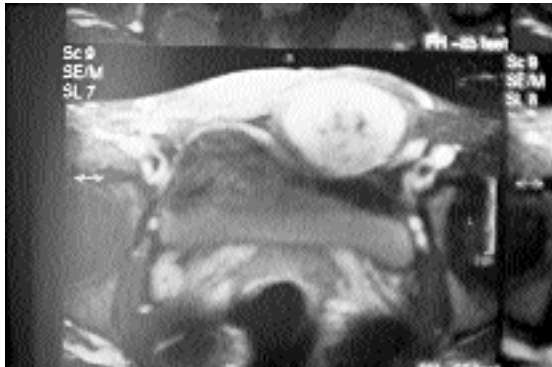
L'immagine RM evidenzia il desmoide nel contesto del muscolo retto disinistra. Da notare la compressione esercitata dal tumore sulla vescica.
